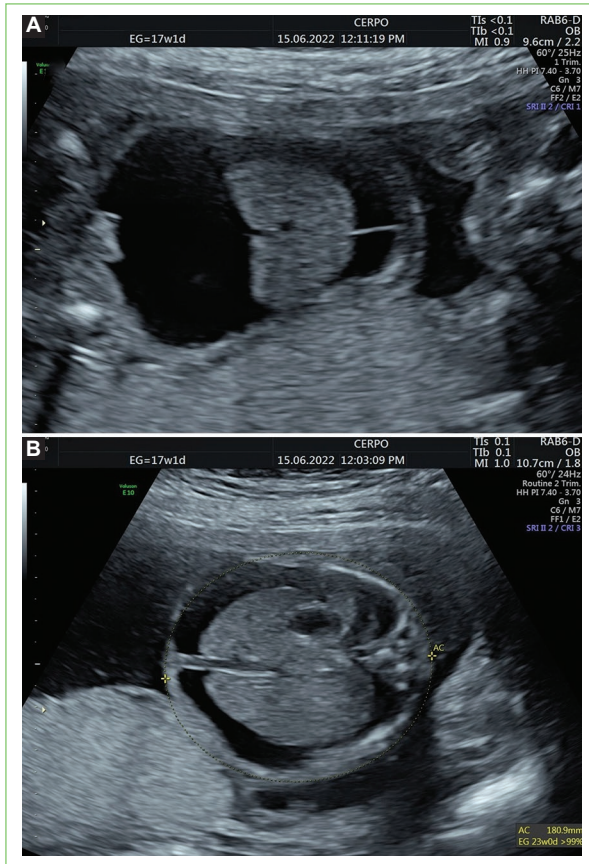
Imagen de ultrasonido a las 17 semanas + 1 día de embarazo en la que se observa derrame pleural bilateral (A) y ascitis importante (A y B).
